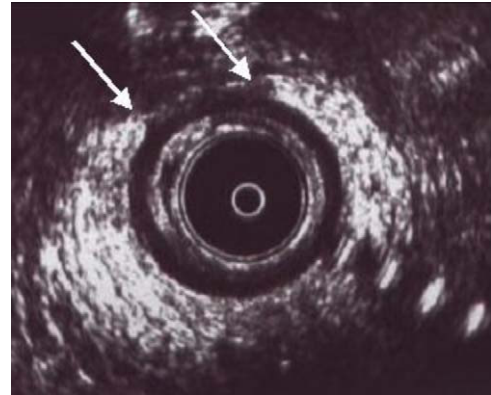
Imagen de ecografía endoanal con lesión obstétrica de esfínter anal externo (entre las flechas).
